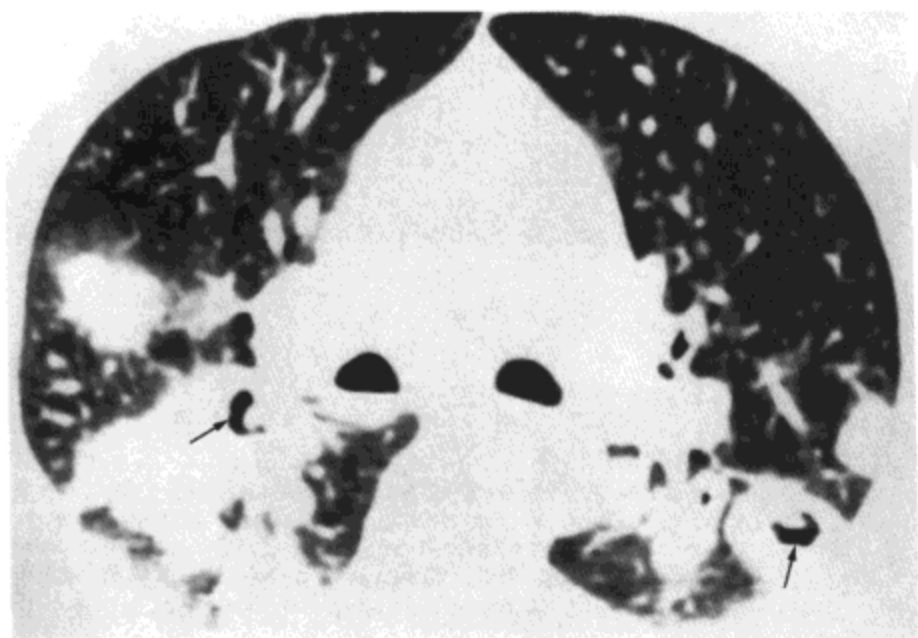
韦格纳肉芽肿病。CT影像显示双侧不同大小的空洞(箭号)与非空洞性结节及局灶性实变区。病人男,45岁。
